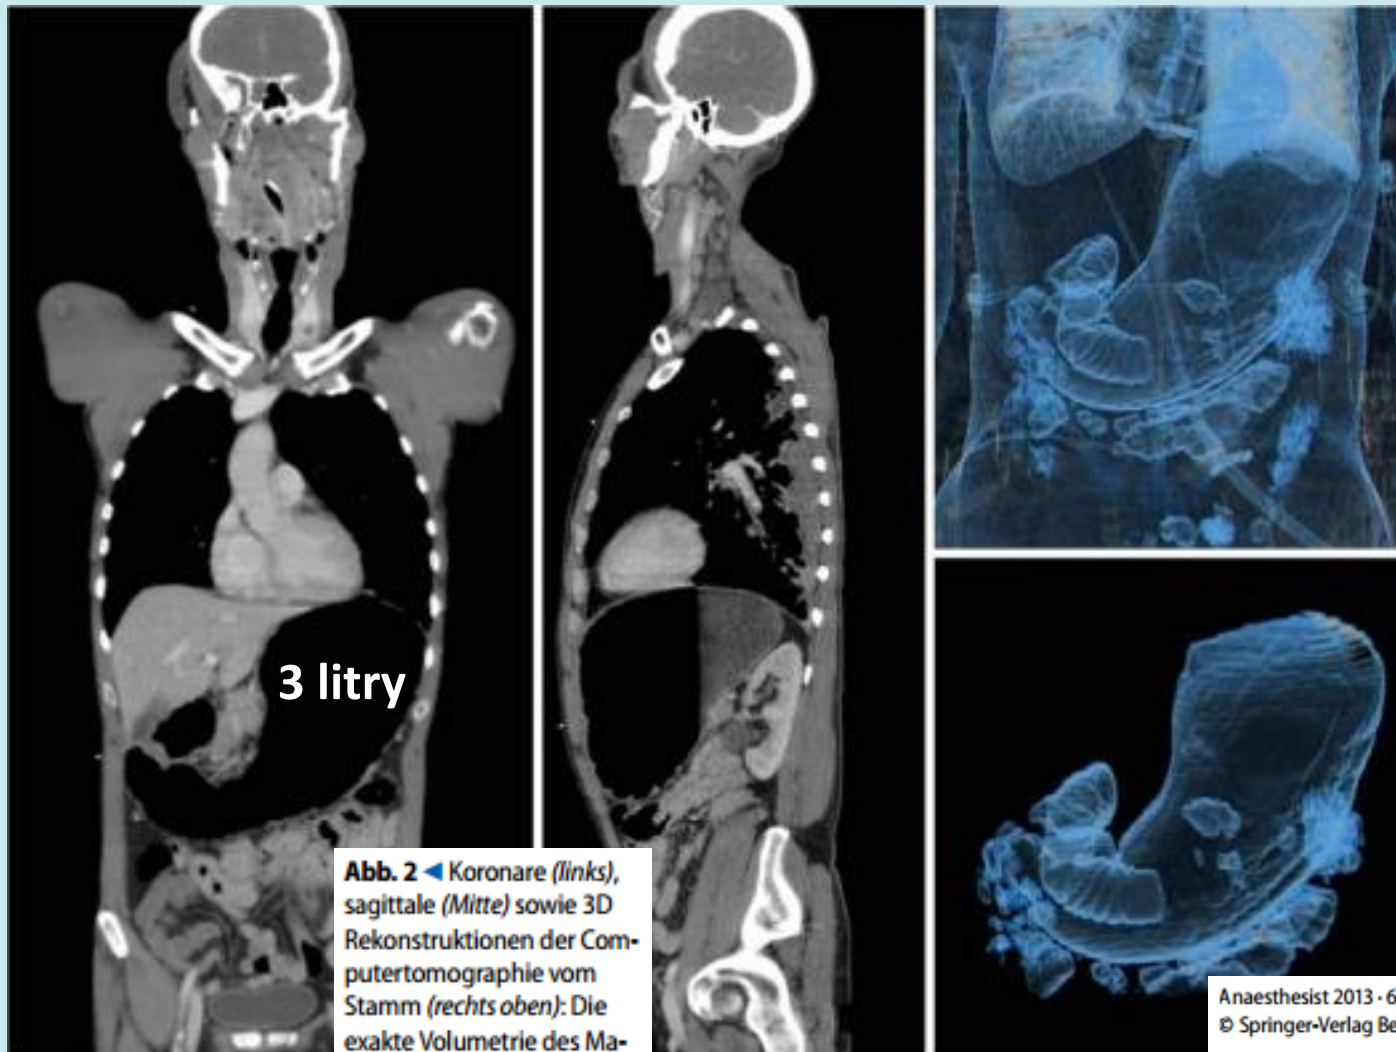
◀ Koronare (links), sagittale (Mitte) sowie 3D Rekonstruktionen der Computertomographie vom Stamm (rechts oben): Die exakte Volumetrie des Magens ergab ein Volumen von ca. 3 l (2984 cm³, rechts unten)
